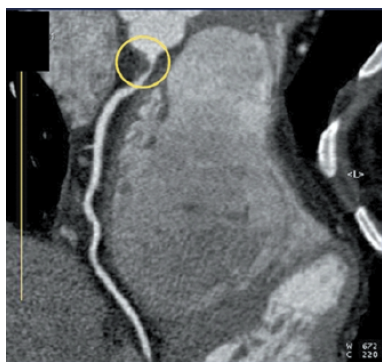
Immagine mediante tomografia computerizzata multidetettore 64 strati in paziente con placca non calcifica ("soft") all'origine dell'arteria discendente anteriore.
